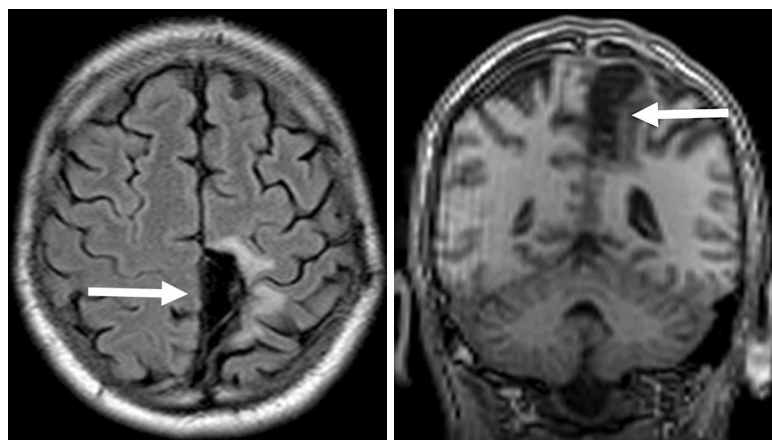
МРТ ГМ хворого М. через 24 міс після операції.
